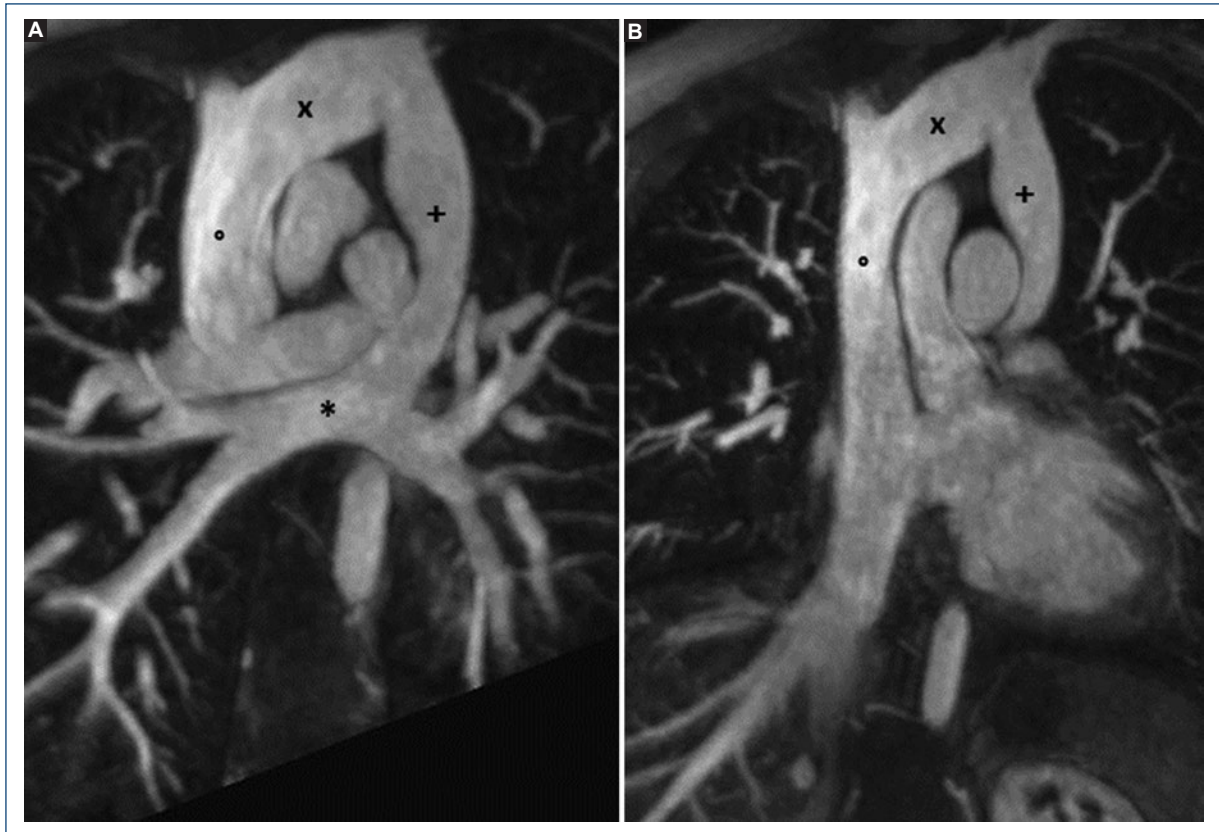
A: vista coronal oblicua que muestra la confluencia de las cuatro venas pulmonares a colector común (*), con drenaje a vena vertical (+), vena innominada (x) y vena cava superior (°). B: angiografía por resonancia magnética que muestra la confluencia de la vena cava superior a la aurícula derecha.
